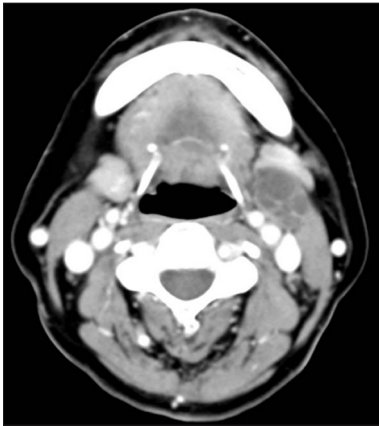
Axial computerized tomography shows a 2.5×2.0cm, multiseptated cystic mass on the anterior to the sternocleidomastoid muscle and posterior to the submandibular gland.
